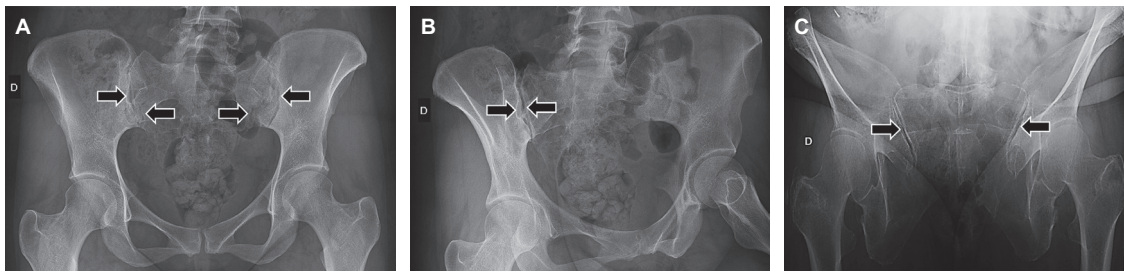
A) Radiografía (Rx) anteroposterior (AP) de articulaciones sacroilíacas (SI). B) Rx oblicua de articulación SI. C) Proyección de Ferguson o estrecho inferior de la pelvis (con angulación cefálica del haz de radiación). Se observan las articulaciones SI (flechas) con doble línea articular: margen anterior (más lateral) y margen posterior (más medial) en la proyección AP (A), que se corrige en las proyecciones oblicua (B) y de Ferguson (C).
